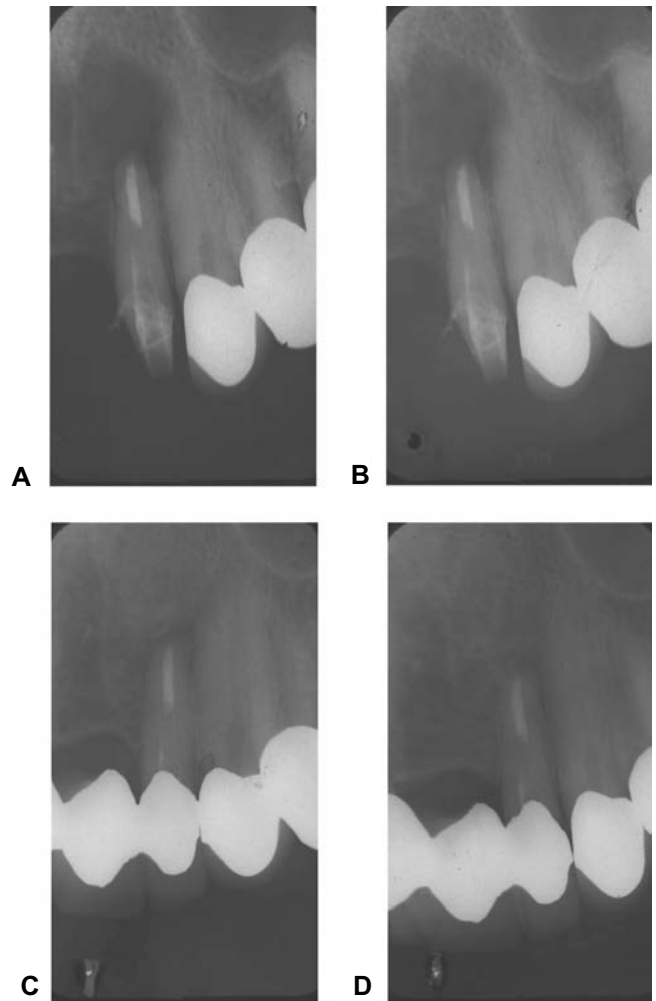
Caso con tratamiento endodóncico y lesión periapical. (A) Radiografía inicial prequirúrgica. (B) Radiografía posquirúrgica inmediata. (C y D) Reparación periapical 10 meses después.
